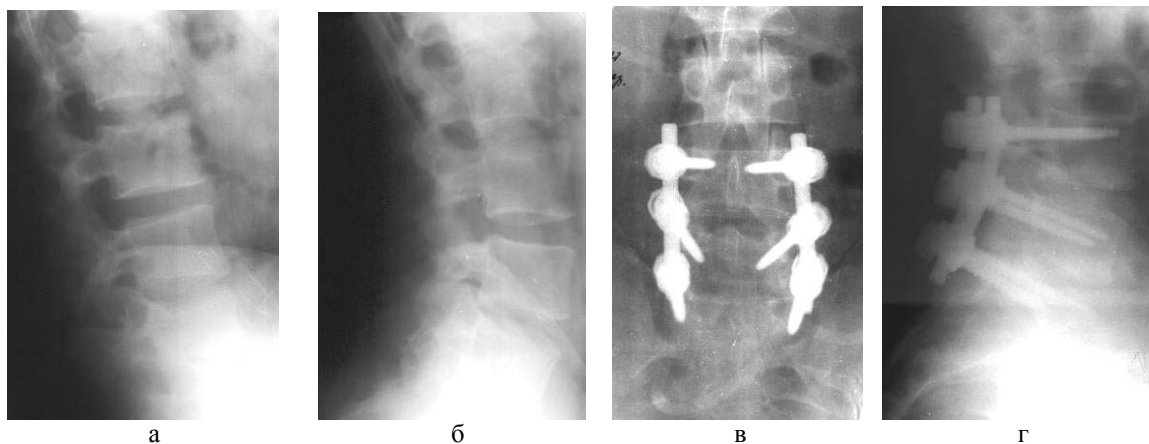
Фотовідбитки рентгенограм до (а, б) і після (в, г) оперативного втручання на рівнях L4-5 та L5-S1, хворий К., 49 років, № історії хвороби 69502. Операція 23.05.05р.
